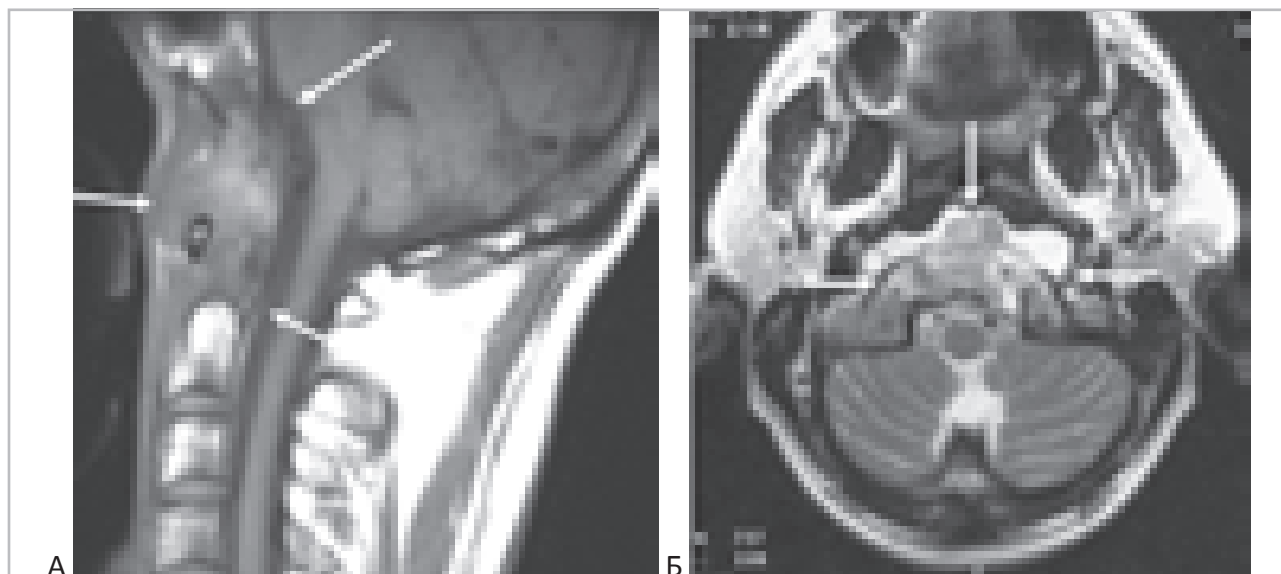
Магнитно-резонансные томограммы больного Г. 38 лет до операции. Хордома ската распространяющаяся на C1-C2 позвонки и с ростом в ротоглотку. “А” - сагиттальное изображение МРТ краниовертебрального перехода до операции. “Б” - аксиальное изображение МРТ до операции. Определяется объёмное образование, занимающее область краниовертебрального сочленения, ската черепа, мыщелков затылочной кости, переднего полукольца C1 и зубовидного отростка C2 (стрелки). Опухоль смещает ствол мозга на бульбарном уровне, распространяется в сторону ротоглотки, смещая заднюю стенку глотки кпереди.
